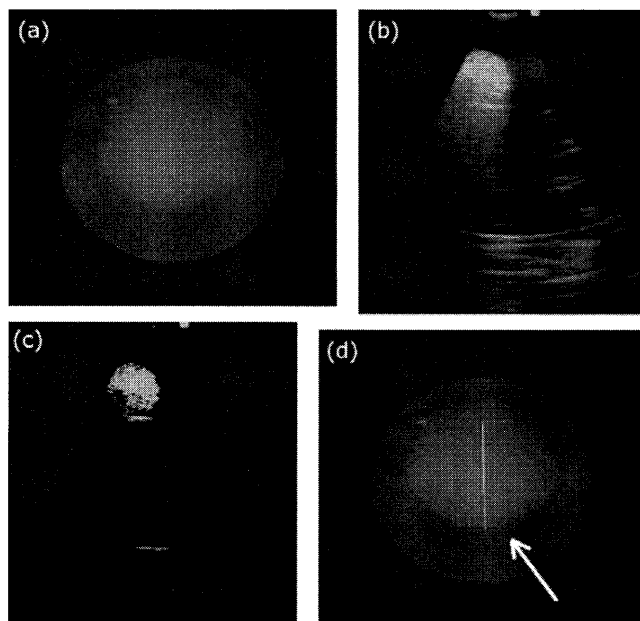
(a) リンパ節モデルを撮影したカメラ画像. (b) リンパ節モデルを撮影した超音波画像. (c) 超音波画像からしきい値処理によりリンパ節モデルを検出した結果. (d) 超音波画像で撮影したリンパ節モデルを射影したカメラ画像. カメラ画像中央辺りの縦の白線が超音波画像で観察したリンパ節モデル
